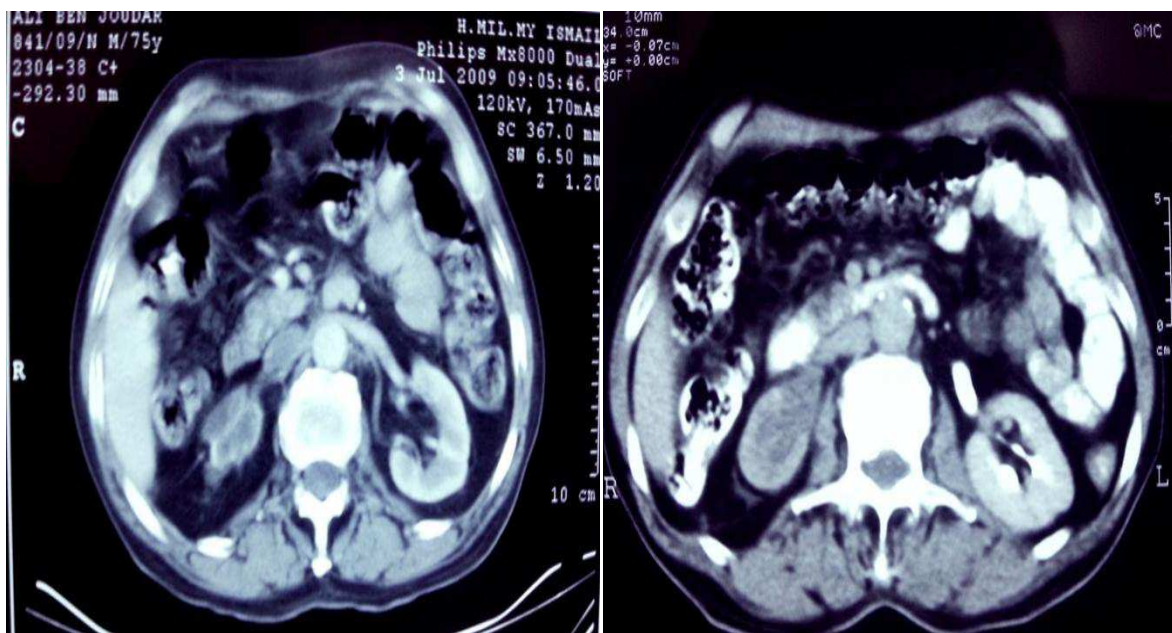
TDM abdominale montrant un petit rein droit différencié sans dilatation des cavités pyélo-calicielles.
